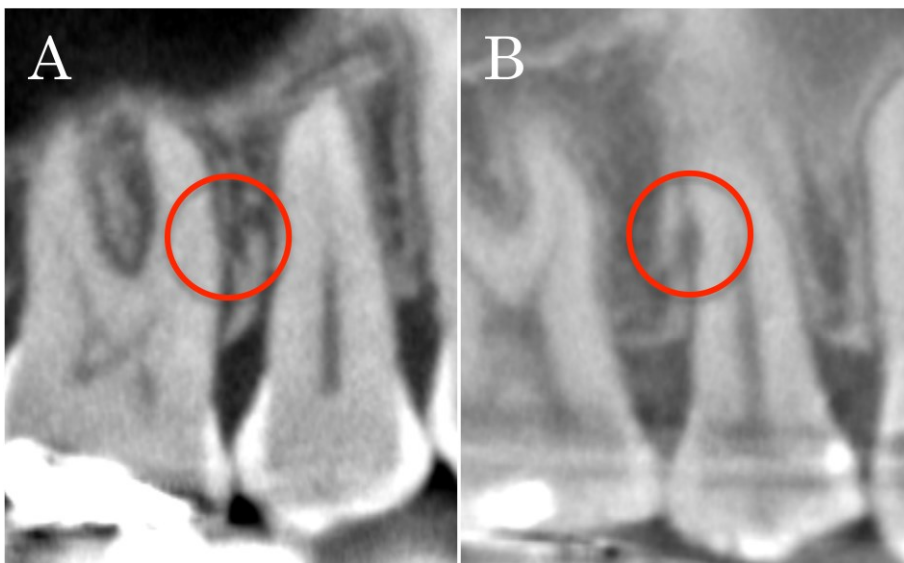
A. CBCT image after removing a screw placed with the self-drilling method, B. CBCT image after removing a screw placed with the self-tapping method. The root shapes at the screw contact sites showed a smooth surface with the self-drilling method and a dented surface with the self-tapping method.
